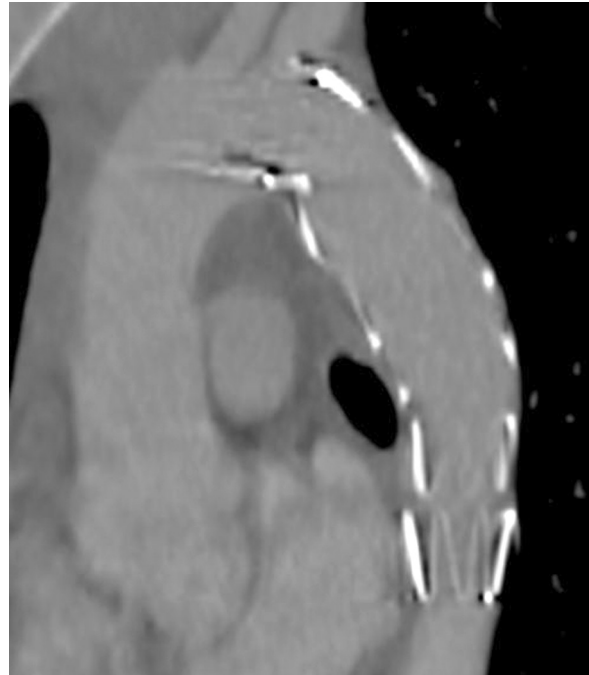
CT scan 44 months after stent-graft implantation
